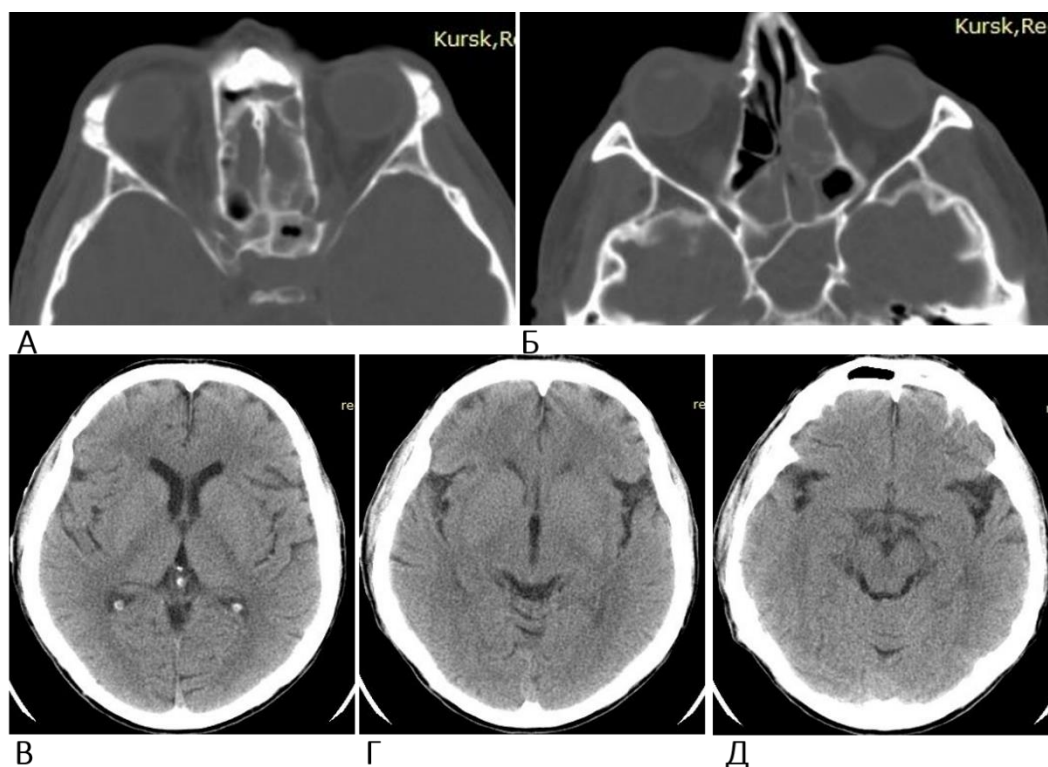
КТ околоносовых пазух и орбит в сагиттальной проекции (А, Б) и головного мозга пациента Д., 47 лет. Диагноз: острый гнойный полисинусит, целлюлит правой орбиты, оптохизмальный арахноидит, риносинусогенный гнойный менингит. Отмечаются субтотальное затенение клеток решетчатого лабиринта и клиновидных пазух, отек ретробульбарной клетчатки справа, экзофтальм, утолщение вен орбиты (А, Б). Субарахноидальное пространство в лобных и теменных областях умеренно расширено (В–Д)
